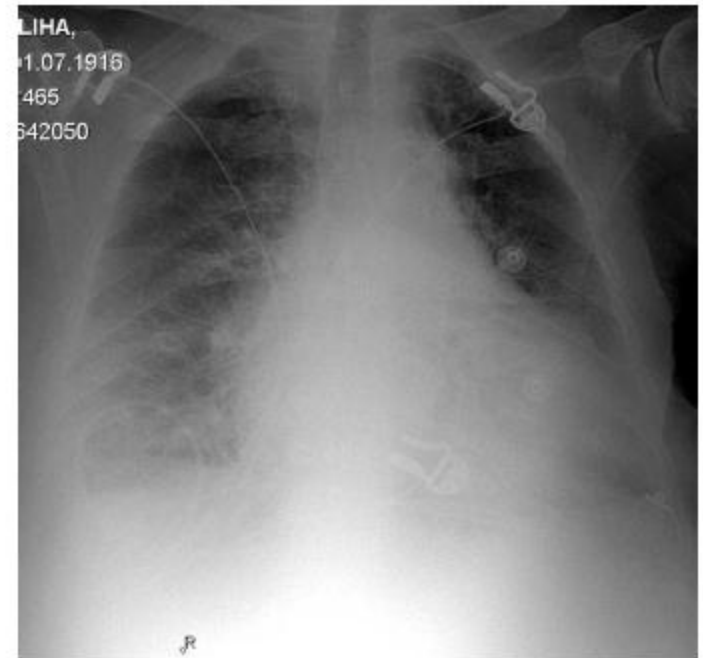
Chest X-ray shows increased cardiothoracic ratio, bilateral hilar fullness and congestion
